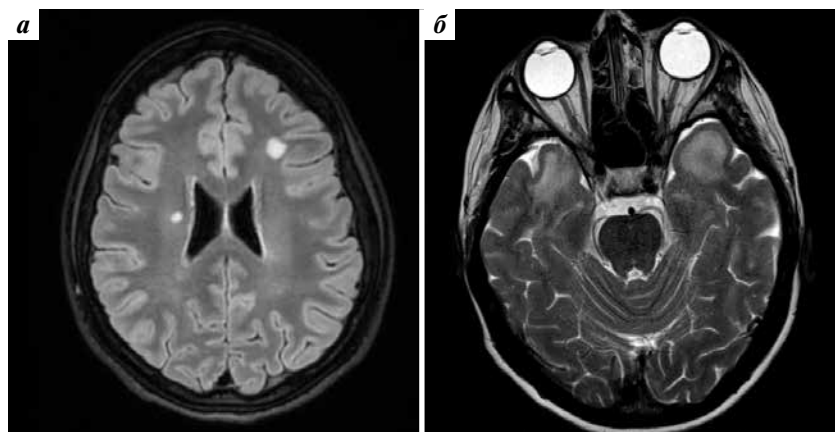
Аксиальные срезы головного мозга с гиперинтенсивностью белого вещества в области полушарий головного мозга (T2 FLAIR) (а) и височных долей (T2-взвешенное изображение) (б) у пациентов с миотонической дистрофией 1-го типа
